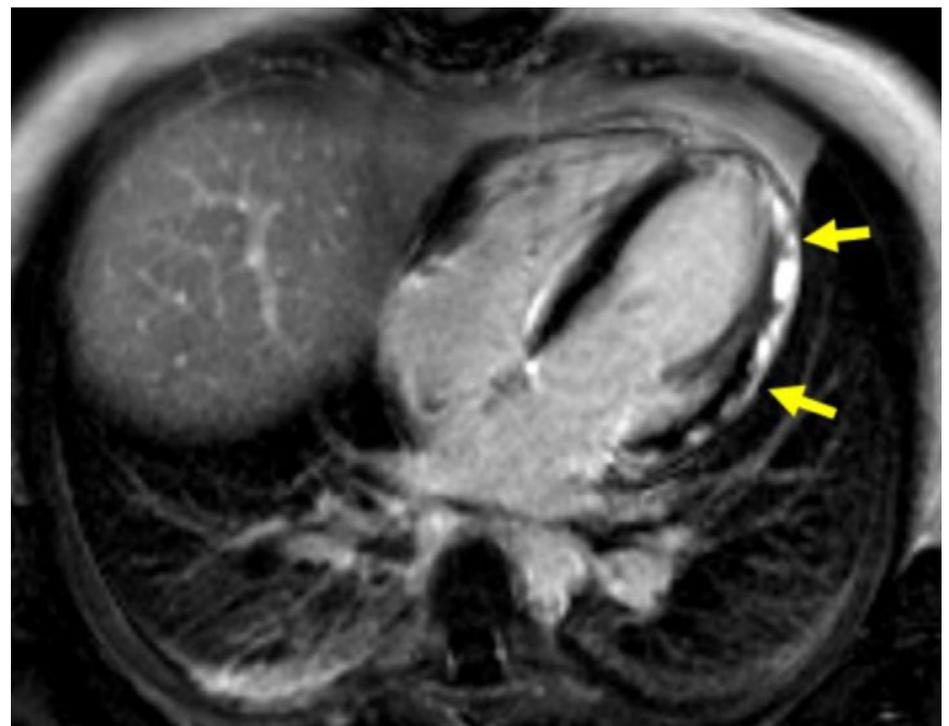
Initiale Magnetresonanztomographie-Aufnahme des Herzes (Vier-Kammer-Blick) mit multifokalem, subepikardialen «late gadolinium enhancement» (Pfeile) des Myokards der linksventrikulären Lateralwand basal, midventrikulär und apikal sowie des Apex.
